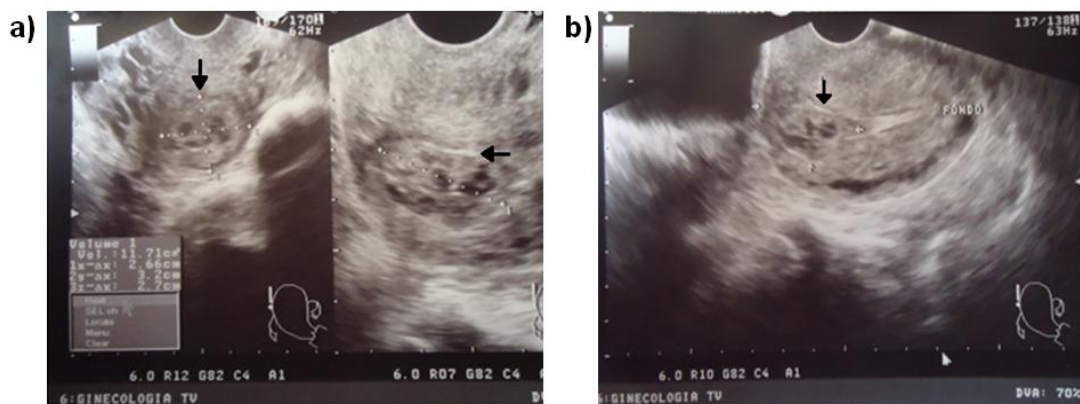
Ultrasonogramas transvaginales a) Evidencia de imagen sugestiva de embarazo ectópico en ístmo del útero. b) Fondo uterino y evidencia de imagen ecomixta sugestiva de embarazo ectópico en región ístmica
